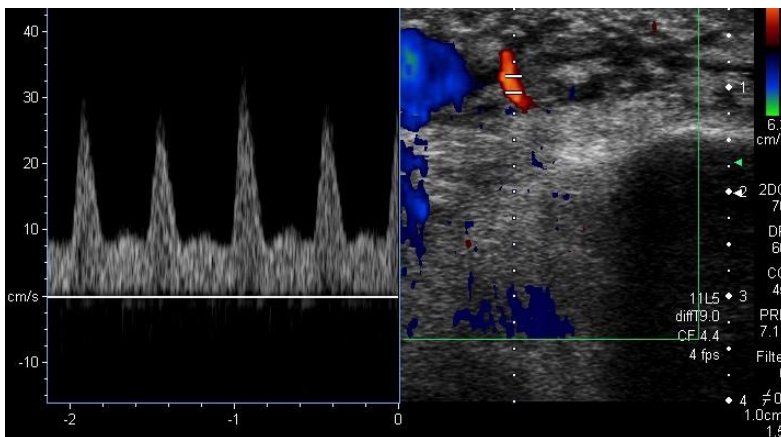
Celulitis. Ecografía Doppler (color y pulsado), muestra hiperemia en TCS, con velocidades sistólicas y diastólicas elevadas en el espectro de flujo de una arteria perforante por vasodilatación inflamatoria distal.
